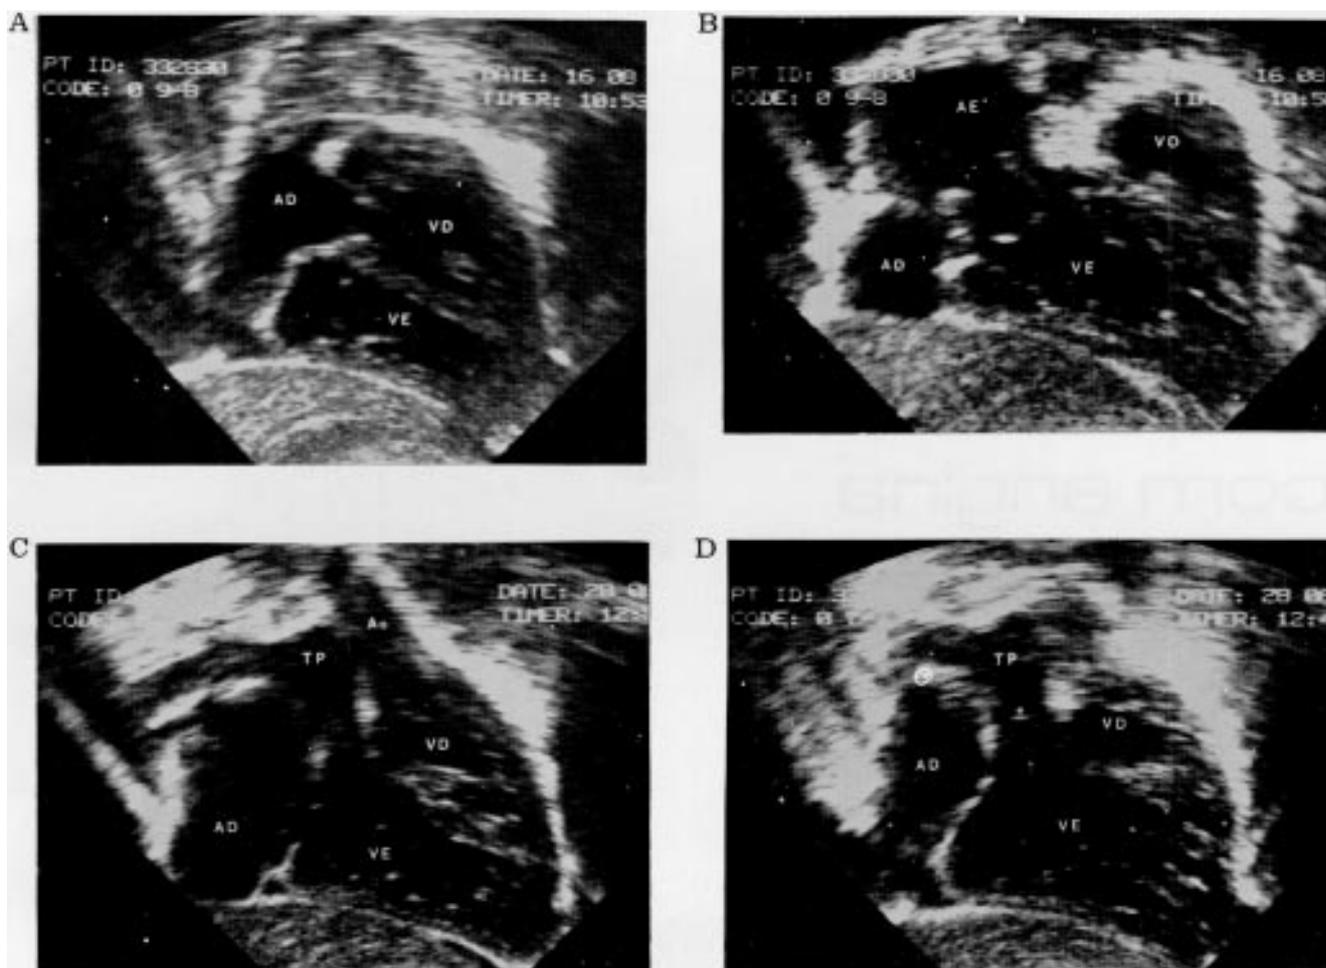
Ecocardiograma bidimensional: situs solitus, concordância átrio ventricular, discordância ventrículo-arterial, septo interventricular íntegro e conexão átrio ventricular entrecruzada (criss-cross). A) átrio direito (AD) conectado ao ventrículo direito (VD) e este com suas porções trabecular e via de saída, à esquerda das homônimas do ventrículo esquerdo (VE); B) átrio esquerdo (AE) conectado ao VE, com suas porções trabecular e via de saída, à direita das homônimas do VD. Lâmina membranosa redundante da fossa oval projetando-se pela valva mitral: C) do VD origina-se a aorta (Ao), à esquerda do tronco da artéria pulmonar (AP); D) TP à direita da Ao, origina-se do VE. Esse arranjo pode ser confundido com o da transposição corrigida das grandes artérias com conexão AV paralela (normal). (Gentileza do Dr. Sérgio Cunha Pontes Jr.).
